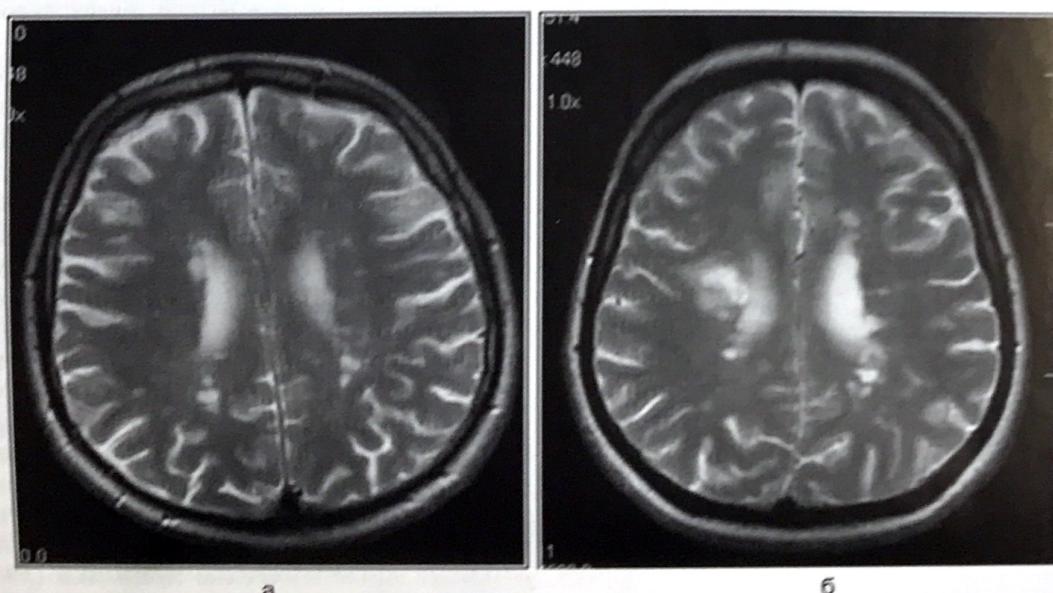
МРТ головного мозга (T2-режим) больного с АФС, имитирующим РС (а), и больного РС (б). Множественные очаги повышенной интенсивности сигнала в белом веществе полушарий головного мозга.
